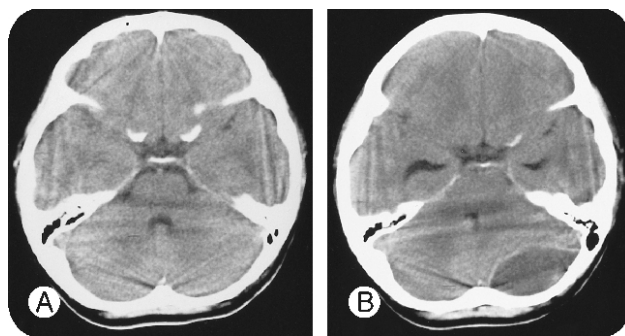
Noncontrast computed tomography(CT) scans of 8 year-old-male patient. (A) The initial CT showed a normal appearance of the posterior fossa. (B) 14 days after injury, following CT showed a epidural hematoma, compressing the 4th ventricle with low density in left posterior fossa.
